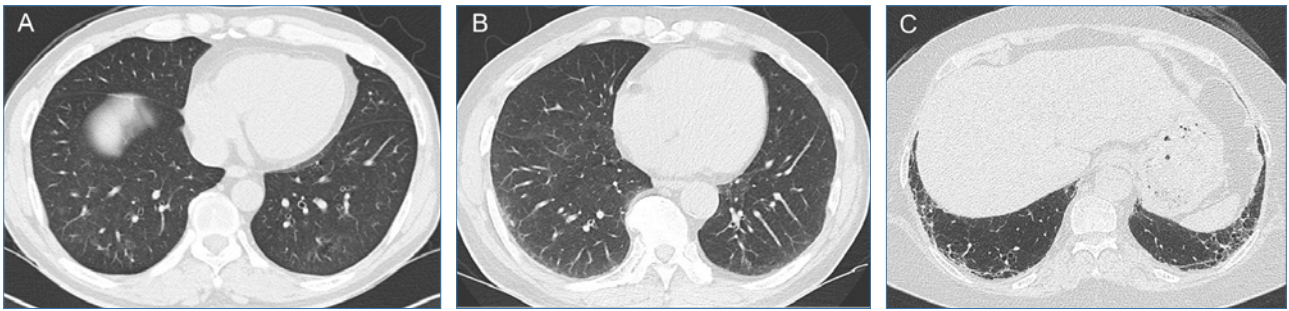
Interstitial lung abnormality, ILA. (A) Non-subpleural ILA, Screening low-dose chest CT axial image shows non-subpleural patchy ground-glass opacities in both lower lobes with no reticulation, traction bronchiolectasis or bronchiectasis. (B) Subpleural non-fibrotic ILA, Screening low-dose chest CT axial image shows subpleural subtle ground-glass opacities in the dorsolateral areas of both lower lobes with no reticulation, traction bronchiolectasis or bronchiectasis. (C) Subpleural fibrotic ILA, On baseline staging work-up for colon cancer, chest CT axial image shows subpleural reticulation in both basal lung associated with traction bronchiolectasis and mild lung parenchymal distortion.
